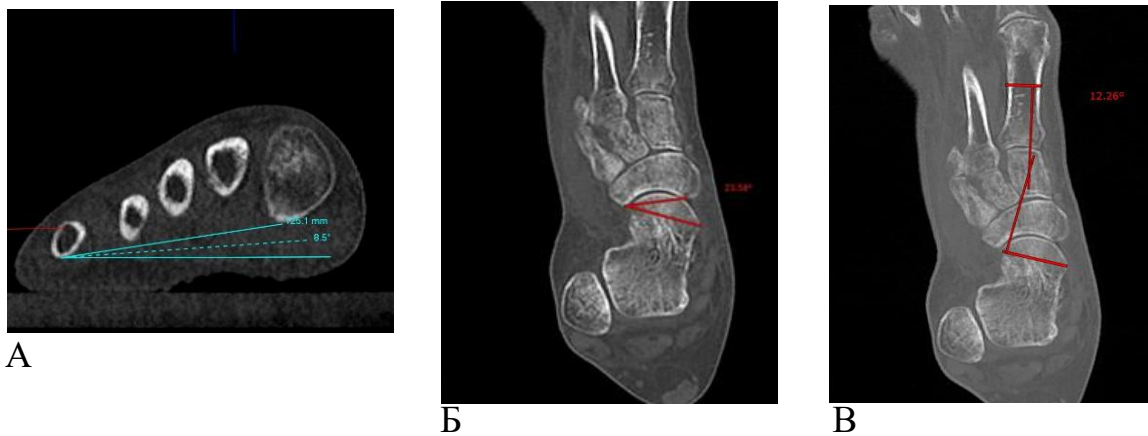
Функциональная МСКТ стопы. А – оценка угла FFA в коронарной плоскости; Б – оценка угла покрытия головки таранной кости (УПГТК); В – оценка 1 таранно-метатарзального угла на аксиальной МПР
